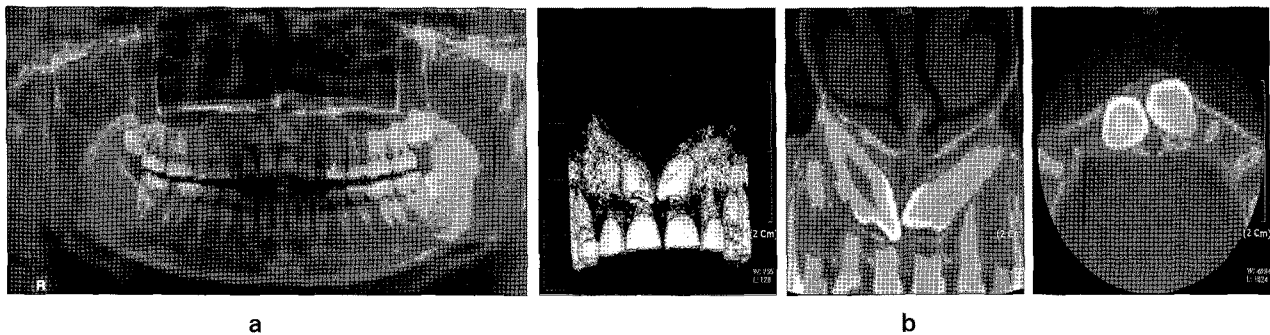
Panoramic view(a) and cone beam CT(b) revealed that prolonged retained deciduous canines and impacted canines. Root absorption of the four maxillary anterior teeth was observed.
